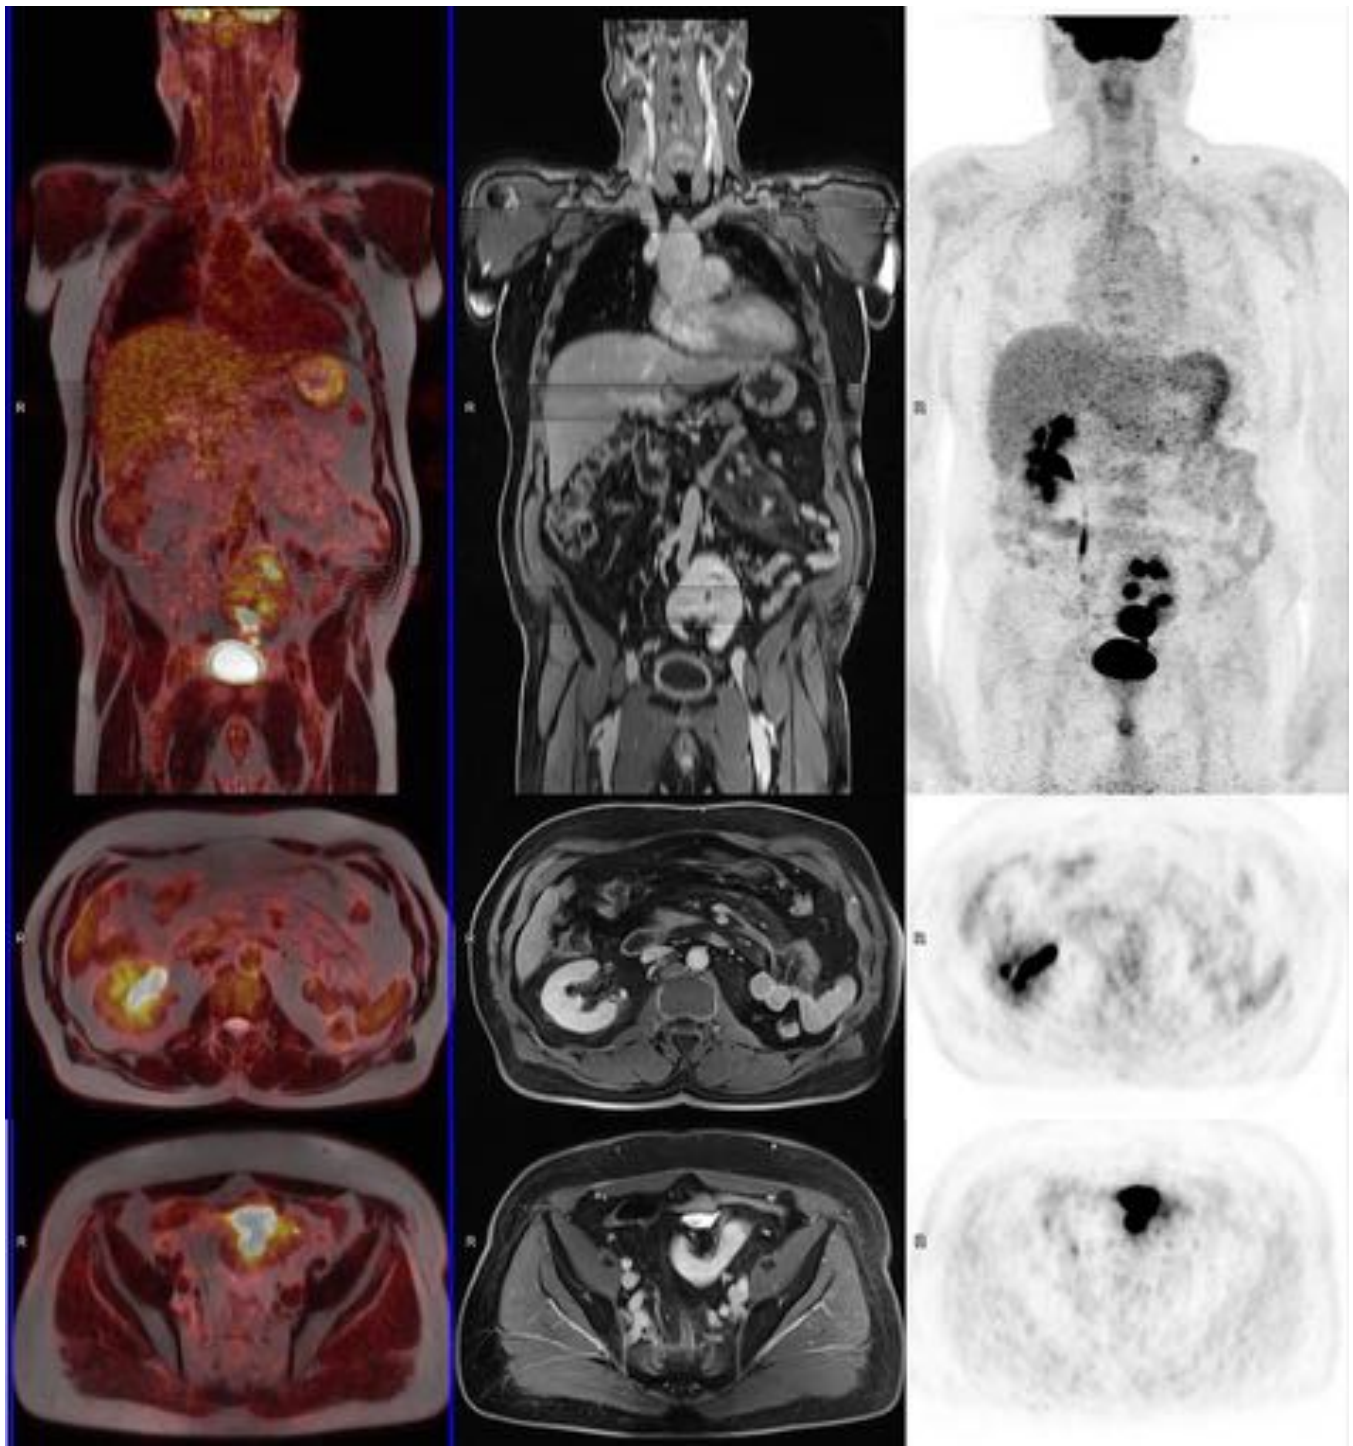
Riñón pélvico en paciente en estudio de estadificación por cáncer de recto. MPR coronal e imágenes axiales de izda. a dcha. PET fusionado a HASTE T2, estudio postcontraste iv (secuencia Vibe), MIP coronal del PET e imágenes axiales de PET a nivel de hilos renales y pelvis. Véase discreto incremento de la intensidad de señal de la grasa en la imagen T1 con supresión grasa (secuencia Vibe) en raíz del mesenterio sugestivo de paniculitis.
